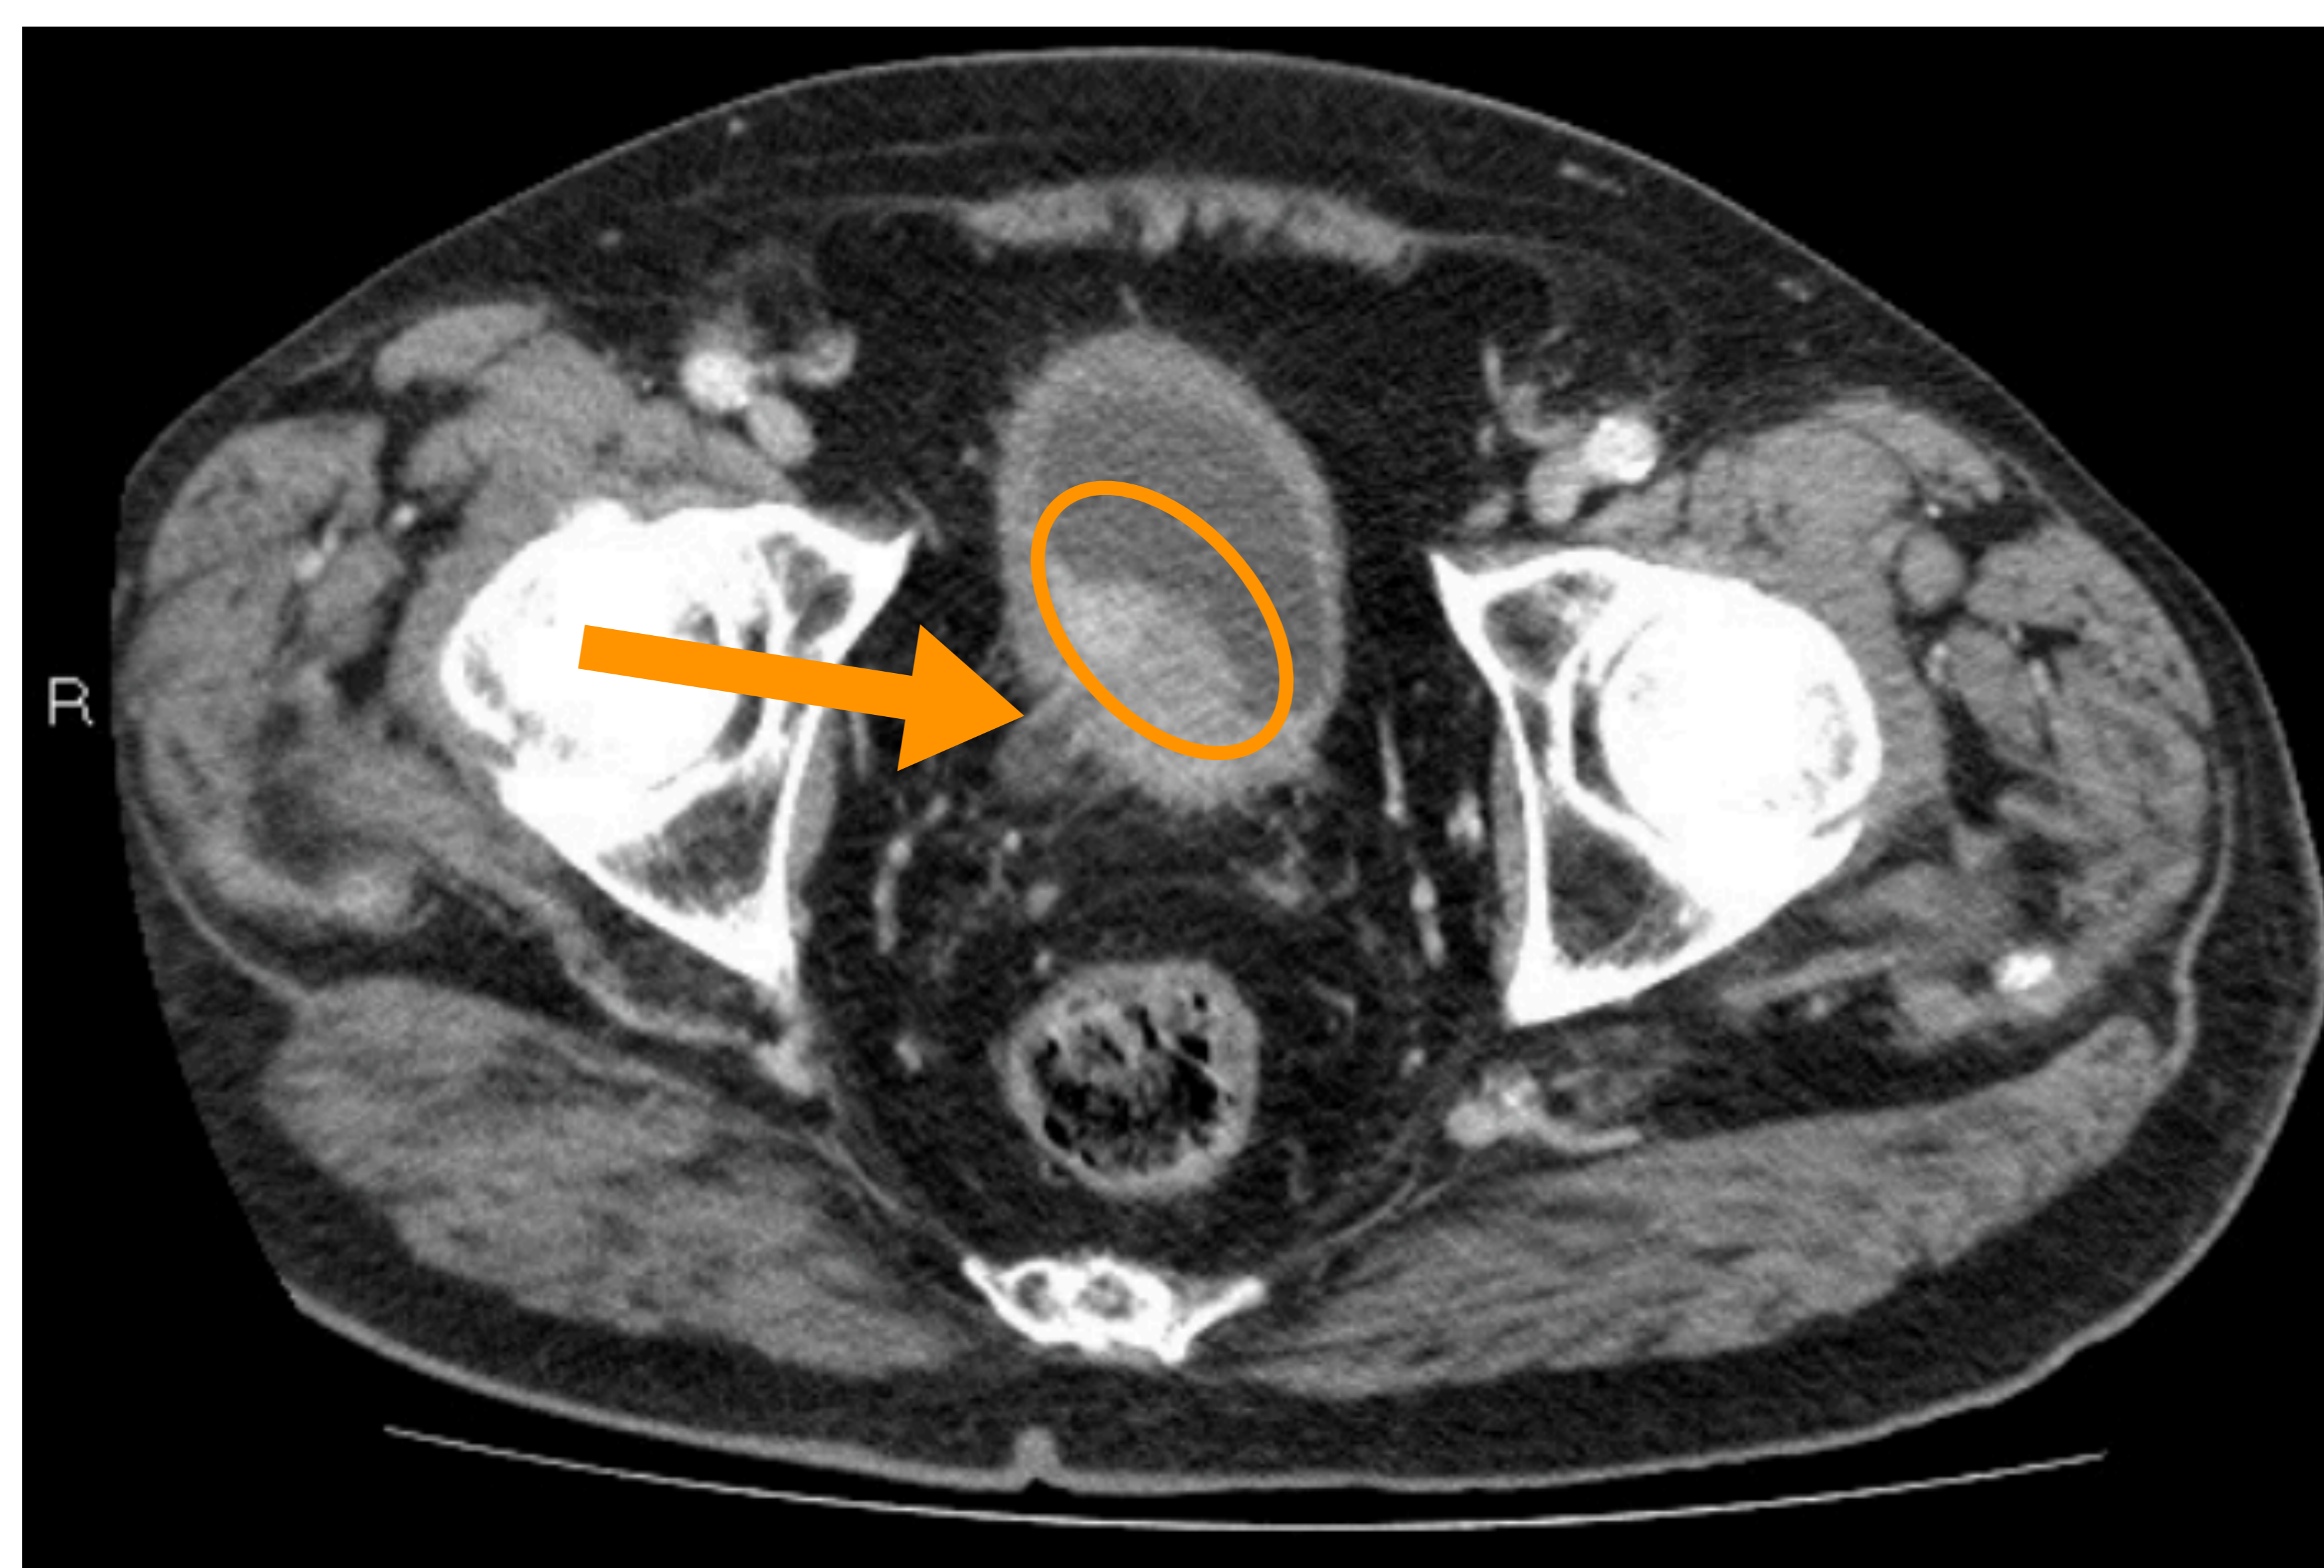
Imágenes de TC de una paciente en estudio por hidronefrosis unilateral. Se identifica una lesión sólida (círculo), de aspecto polipoide y sésil que ocupa la pared posterior de la vejiga y se extiende hacia la cara lateral derecha. La lesión además compromete la unión meato-ureteral derecha y condiciona una hidronefrosis de la vía urinaria ipsilateral (flecha).
